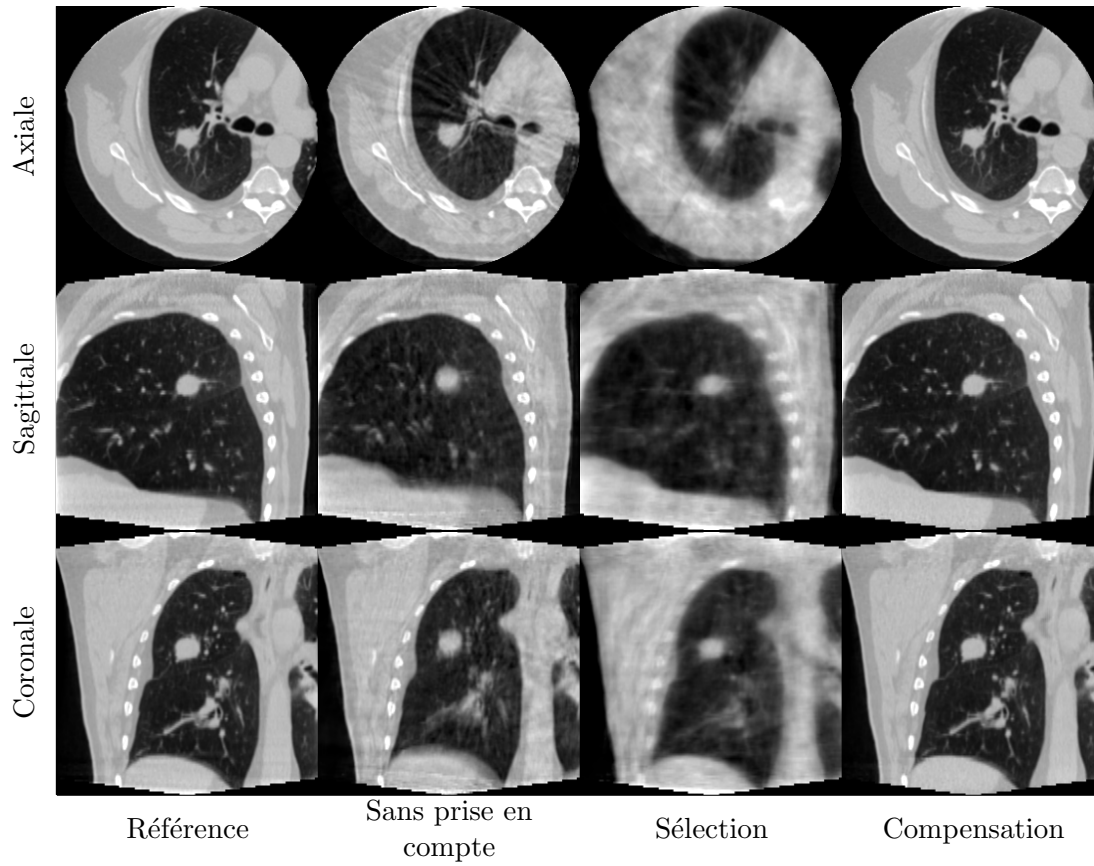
Coupes à l'isocentre des images TDM reconstruites par méthodes algébriques à partir des projections simulées sur le fantôme réaliste discret animé d'un mouvement régulier.
